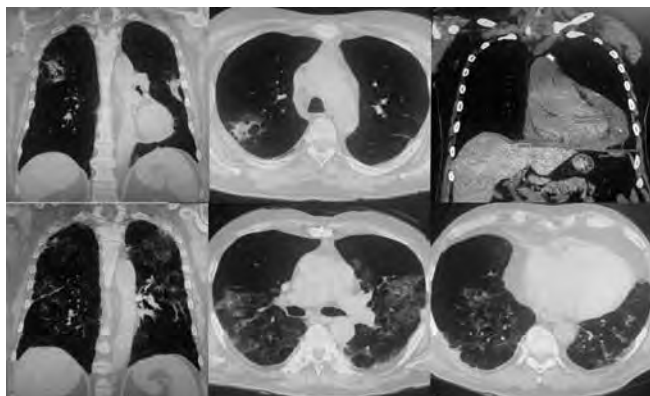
Компьютерная томография лёгких и сердца.
